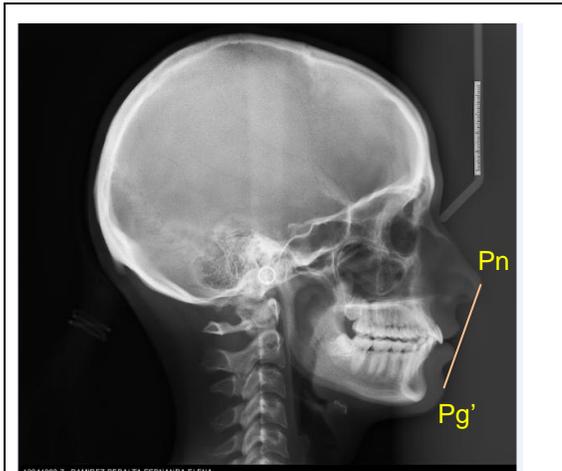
Plano estético de Ricketts indicado en telerradiografía de perfil.
